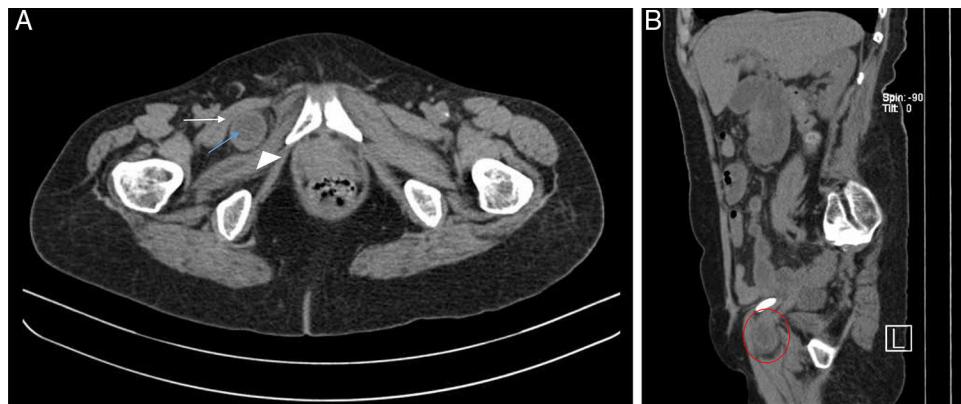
A. Tomografía axial computarizada de abdomen sin contraste. Se evidencia asa de intestino delgado (flecha azul) entre los músculos pectíneo derecho (flecha blanca) y obturador externo derecho (punta de flecha). Obsérvese el engrosamiento de la pared del asa intestinal herniada. B. Tomografía computarizada (corte sagital) que muestra herniación del intestino delgado por agujero obturador (círculo rojo).
